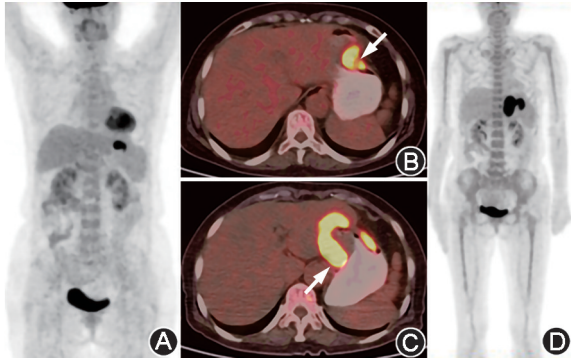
单形性嗜上皮肠道 T 细胞淋巴瘤 (MEITL) 患者 (女, 68 岁) 治疗前后¹⁸F-FDG PET/CT 显像图 A, B. 治疗前显像图, 最大密度投影 (MIP) 图 (A) 示上腹部¹⁸F-FDG 代谢明显增高影; PET/CT (B) 示胃大弯侧胃壁不规则增厚, ¹⁸F-FDG 代谢明显增高 (箭头示); C, D. 治疗后显像图, PET/CT (C) 示较基线病灶体积增大, ¹⁸F-FDG 代谢增高 (箭头示); MIP 图 (D) 示左上腹明显¹⁸F-FDG 代谢增高病灶
